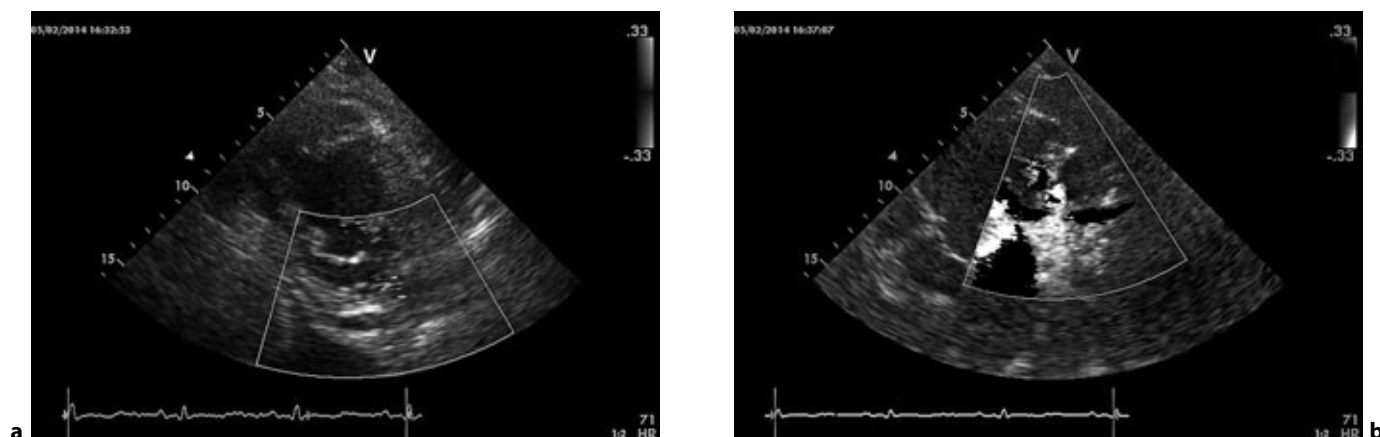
Immagini ecocardiografiche nella proiezione asse corto (a) e apicale 5 camere (b), che evidenziano la breccia nella parete libera.
